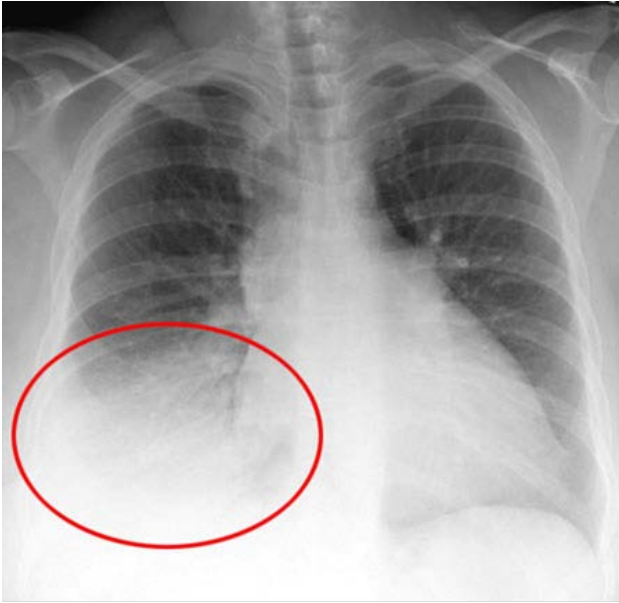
Рентгенограма хворого.
